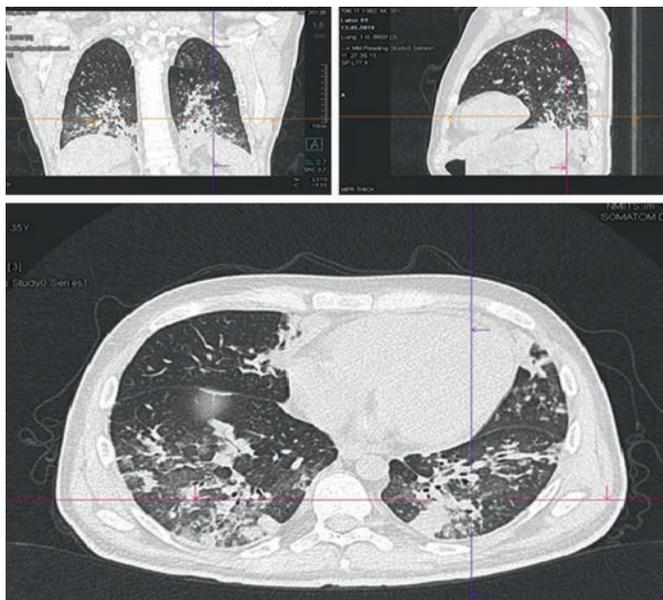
Пациент Г.А.А., 35 лет. Компьютерные томограммы органов грудной клетки на 18-й день терапии в режиме FLAG. Появление новых перибронхиальных очагов инфильтрации в паренхиме сегментов S1 легких с обеих сторон
